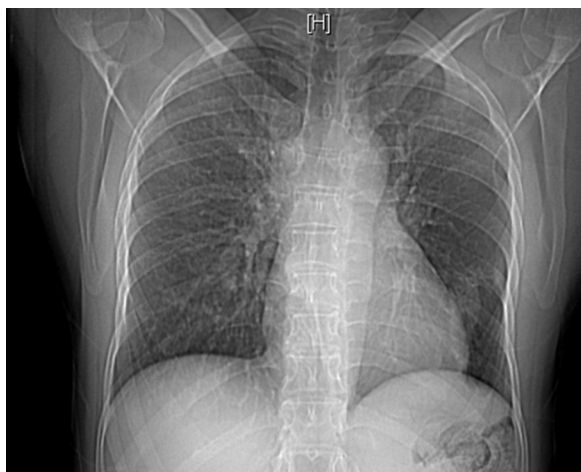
Radiographie thorax : opacité à projection paracardiacque gauche.
